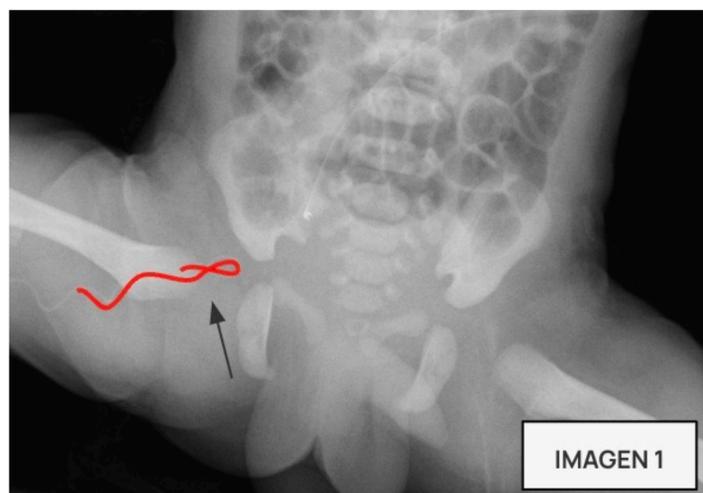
Radiografías tomadas para valorar la localización de los PICC, visualizando en los dos primeros casos un bucle del catéter y en el tercer caso una introducción excesiva, con el extremo en el interior de la aurícula derecha (con riesgo de perforación cardíaca).
